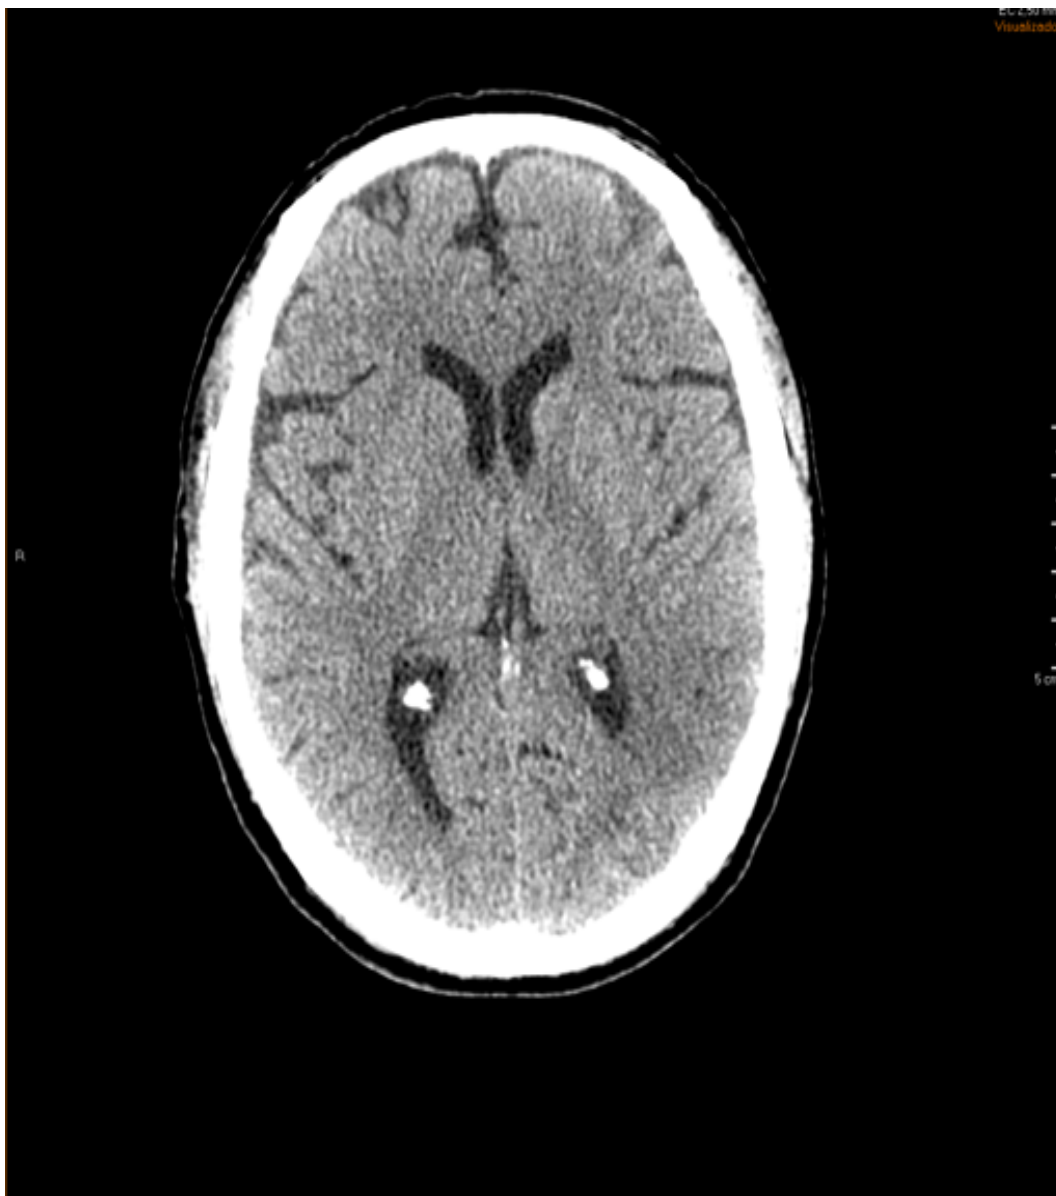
TC Cráneo* urgencias: Hipodensidad hemisférica derecha.
